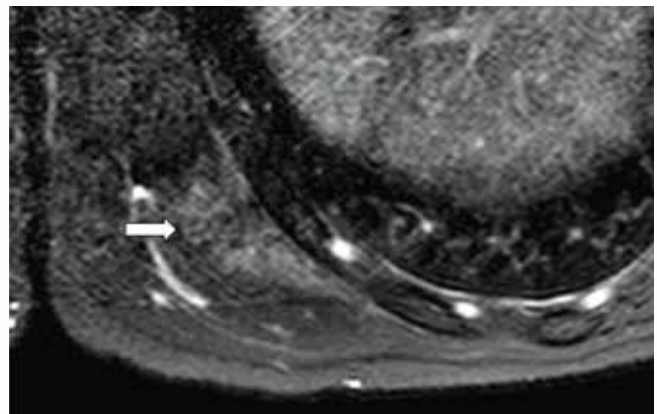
Corte axial da RM em sequência sensível à água e com supressão de gordura. Observa-se que a maior parte da massa apresenta baixo sinal (seta).
